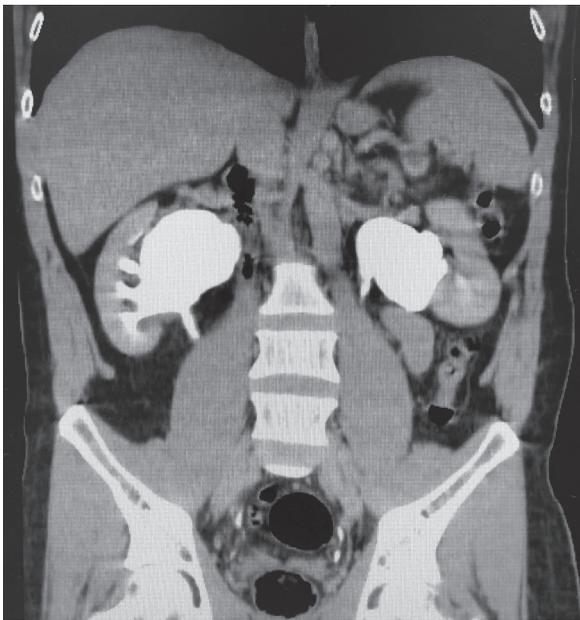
TC (fase excretora).
